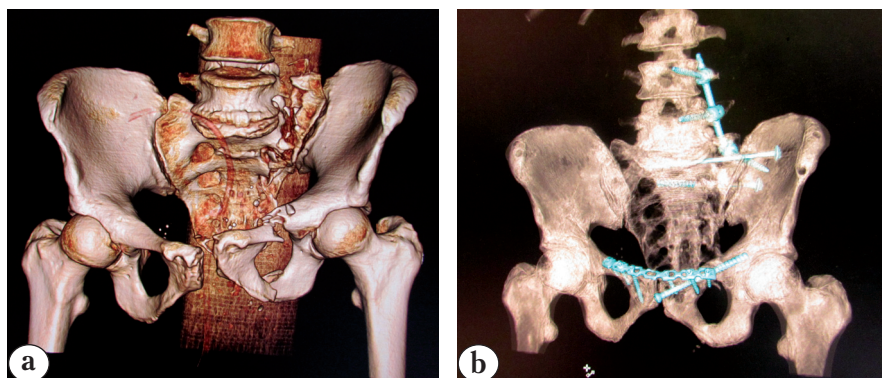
СКТ таза пострадавшей С.:
